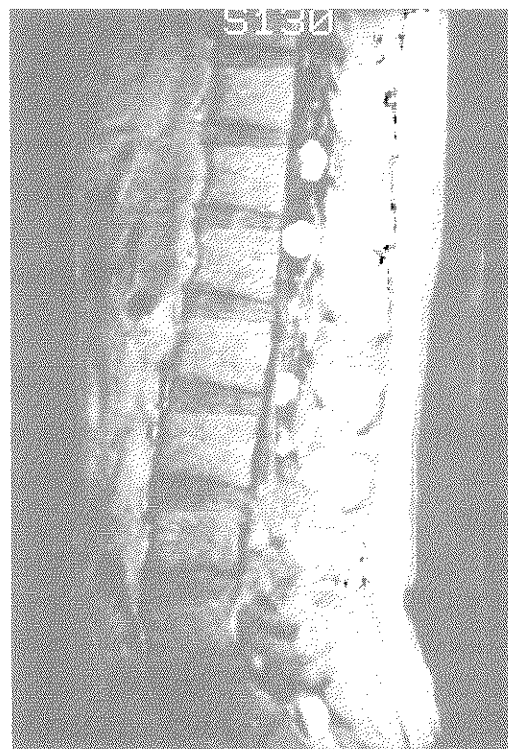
腰椎MRI (T1強調画像、Gd enhancement) では、多発性の馬尾腫瘍を認めた。
